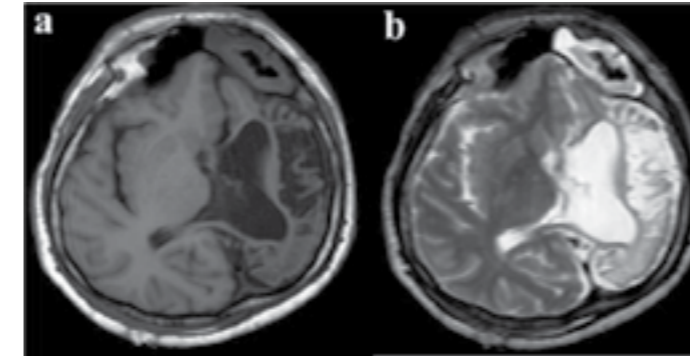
(a, b, c): Axial T1-weighted (1 a), T2-weighted (1 b) and FLAIR sequences (1 c) demonstrate dilated cortical sulci in the left hemisphere especially in the left temporal and parietal region. Left lateral ventricle is dilated. The enlargement of the left frontal sinus.
